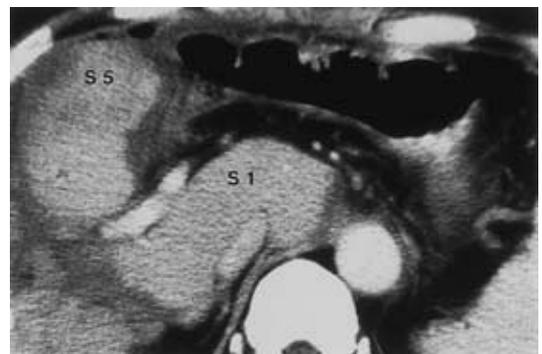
CT scan shows only S1 and S5 remained after the second hepatectomy (A, B)
